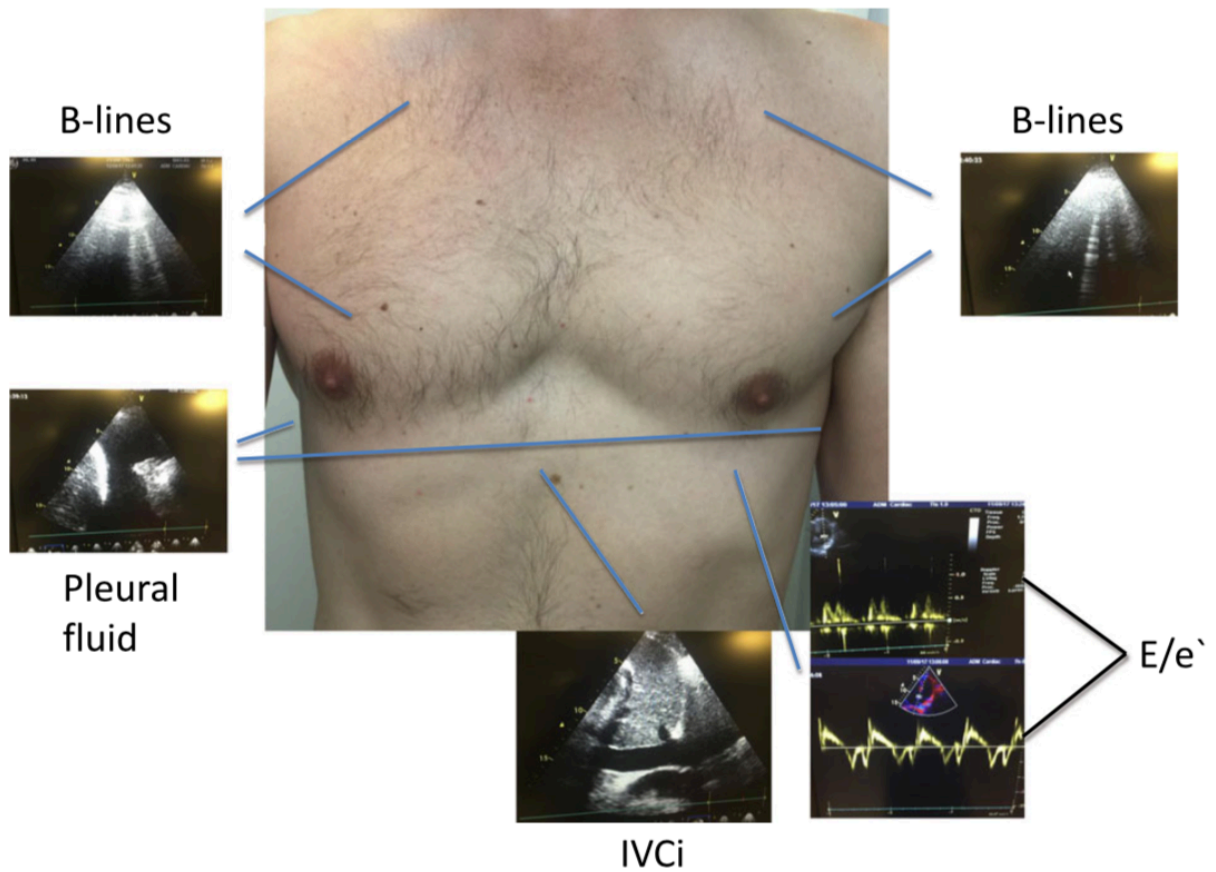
Protocole d'échographie cardiothoracique rapide d'après Öhman et al. Pleural fluid, épanchement pleural ; IVC, veine cave inférieure ; E/e', ratio calculé à l'aide du doppler tissulaire.
